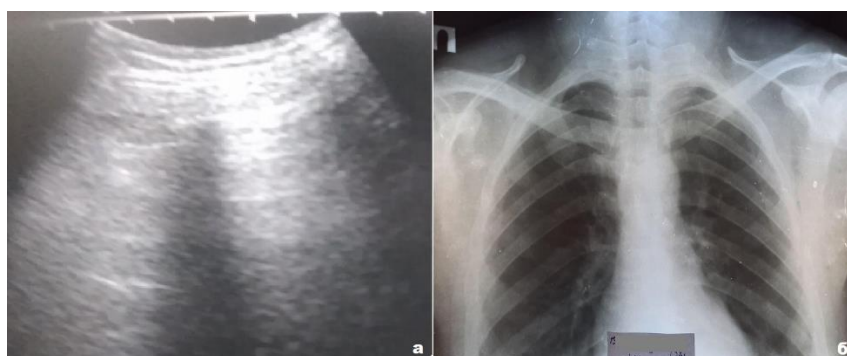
Ультразвуковое изображение легких, а - горизонтальные А-линии в зоне R2 - сохранение нормальной воздушности легких; б - Рентгенограмма органов грудной клетки, прямая проекция, прозрачность легочной ткани сохранена. Пациент, 38 лет, легкое течение COVID-19.
